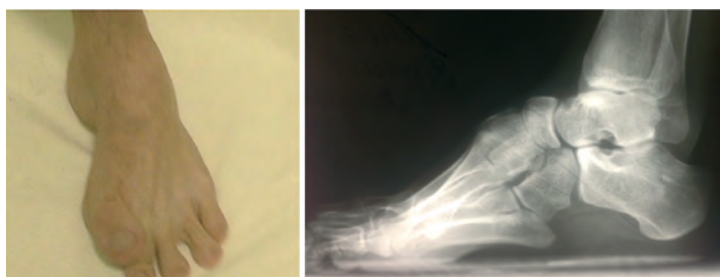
Внешний вид стопы и рентгенограмма в боковой проекции до оперативного вмешательства
